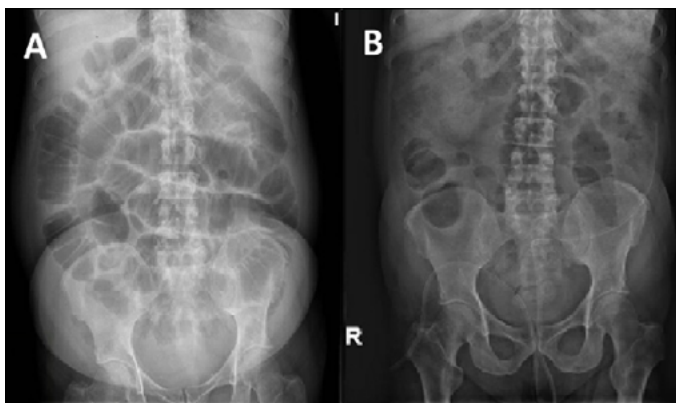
Radiografía simple de abdomen con dilatación intestinal (A) y mejoría tras colocación de sonda Salem (B).
